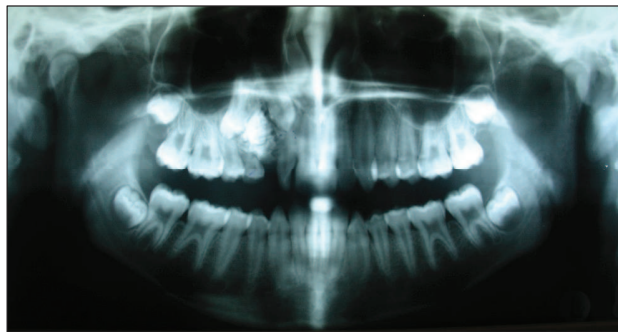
Radiografía panorámica y cefalométrica preoperatorias.
